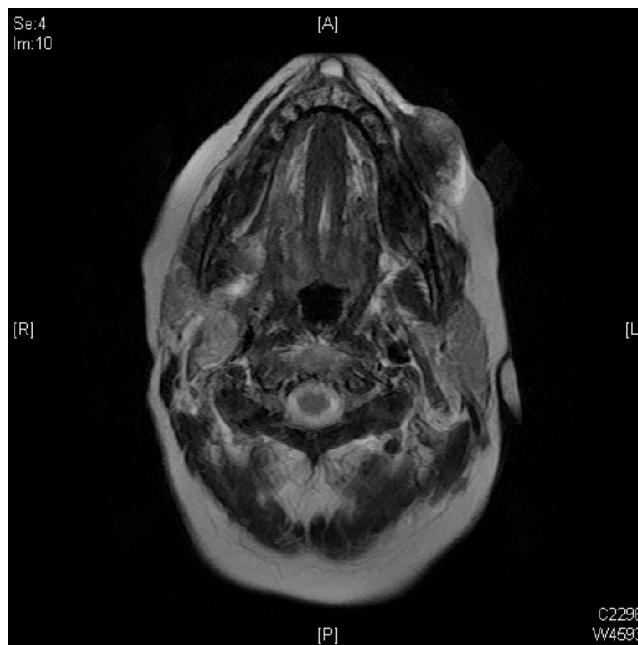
Imagen axial STIR de RM que evidencia otras masas en el espacio yugulocarotídeo.
